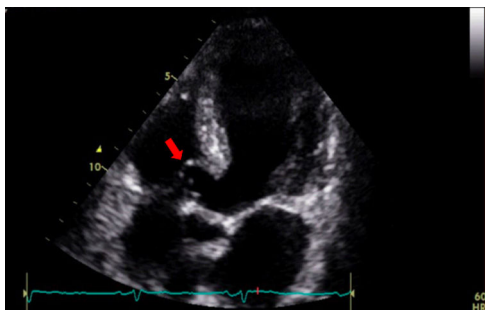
Imagen del ecocardiograma transtorácico que muestra el aneurisma del septo membranoso interventricular (flecha).
